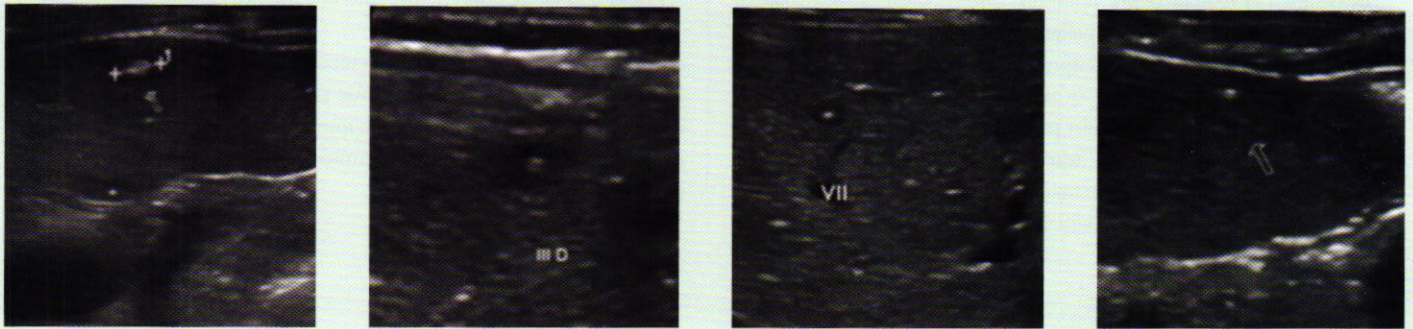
Ultrasonografía abdominal
